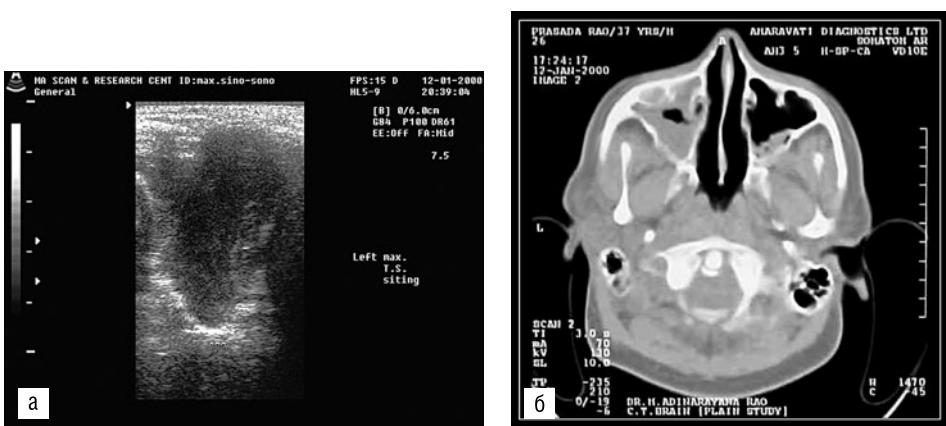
Вид скопления вязкой слизи в левой верхнечелюстной пазухе: а — при ультразвуковом исследовании; б — на компьютерной томограмме
